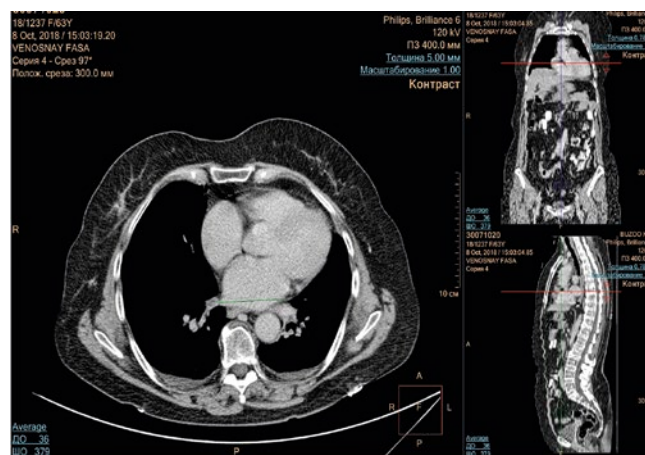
Пациентка 3., 1955 г.р. МСКТ ОГК (октябрь 2018 года): TL2 – правый бронхопульмональный лимфоузел стал непатологическим.
